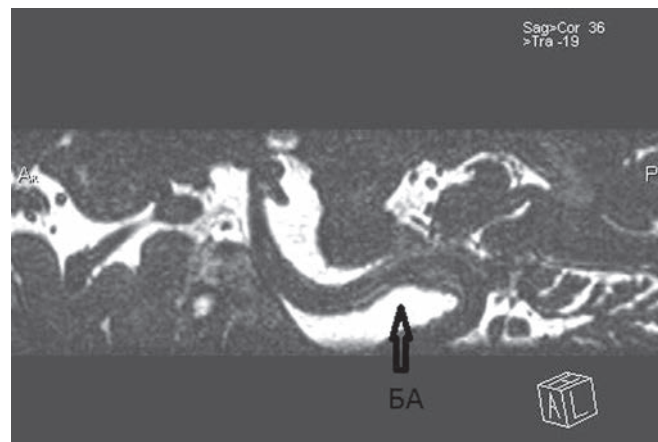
МРТ, сагиттальная проекция. Ход петли долихобазиларис.
